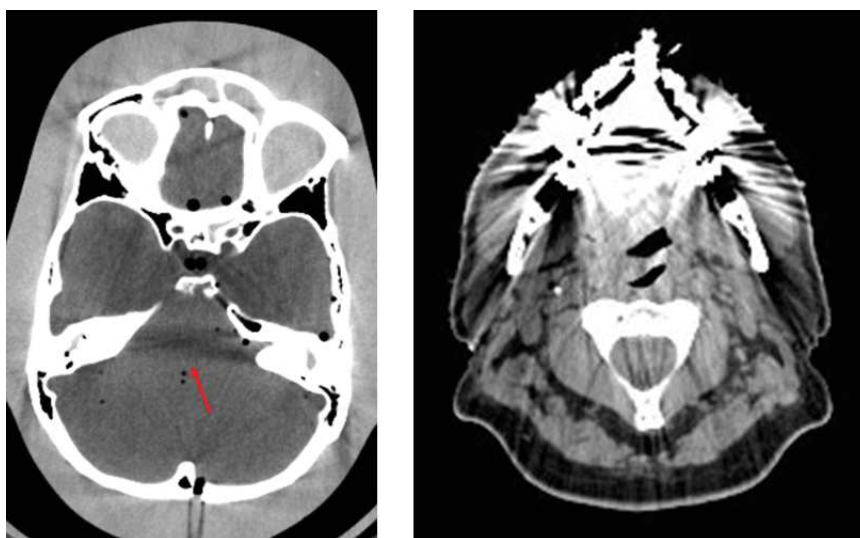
À gauche : Artéfact de durcissement du faisceau indiqué par une flèche rouge présent sur une image CT de cerveau tiré de [44]. À droite : Artéfact métallique causé par la présence d'un plombage.
